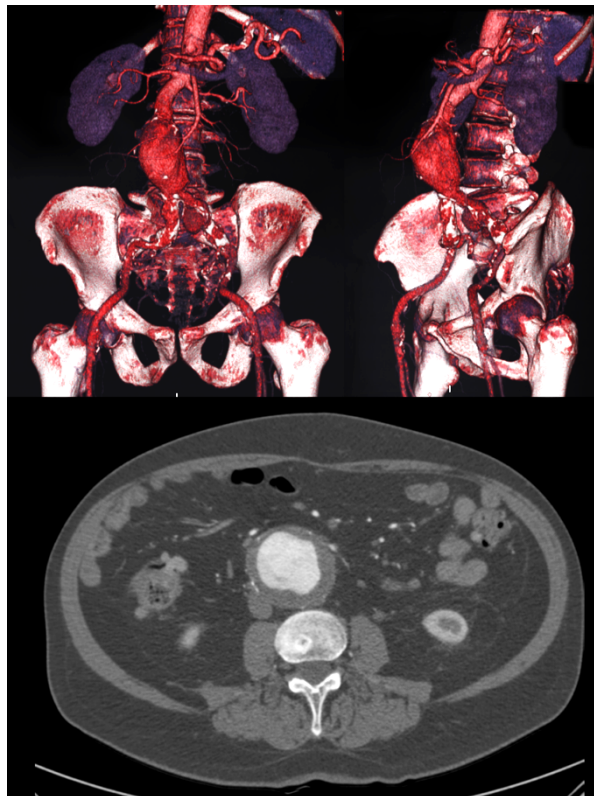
Reconstrucción tridimensional a partir de una TC en la que se observa un AAA infrarrenal. La imagen inferior muestra un corte axial de dicha TC.
